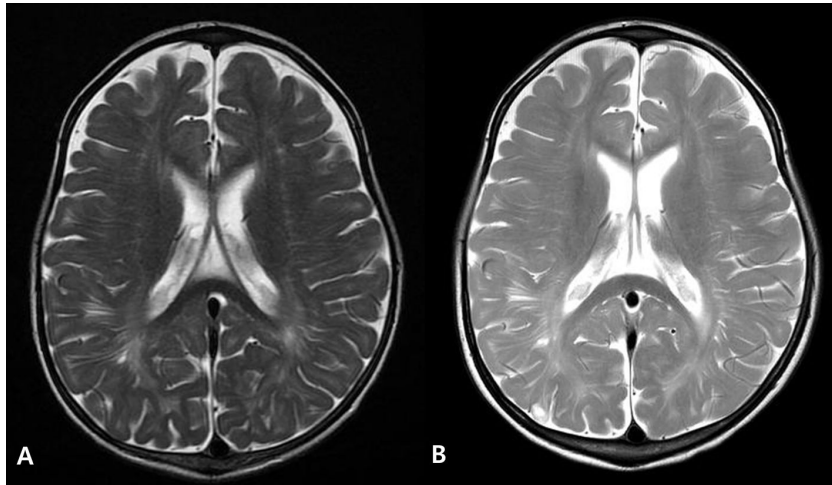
(A) Brain MRI performed at 28 months of age. Multiple linear high signal intensity lesions were shown at subcortical white matter and periventricular white matter of both cerebral hemisphere in T2 weighted image. (B) Follow up brain MRI at 48 months of age. Multiple linear high signal intensities were still shown at same lesions in T2 weighted image.
